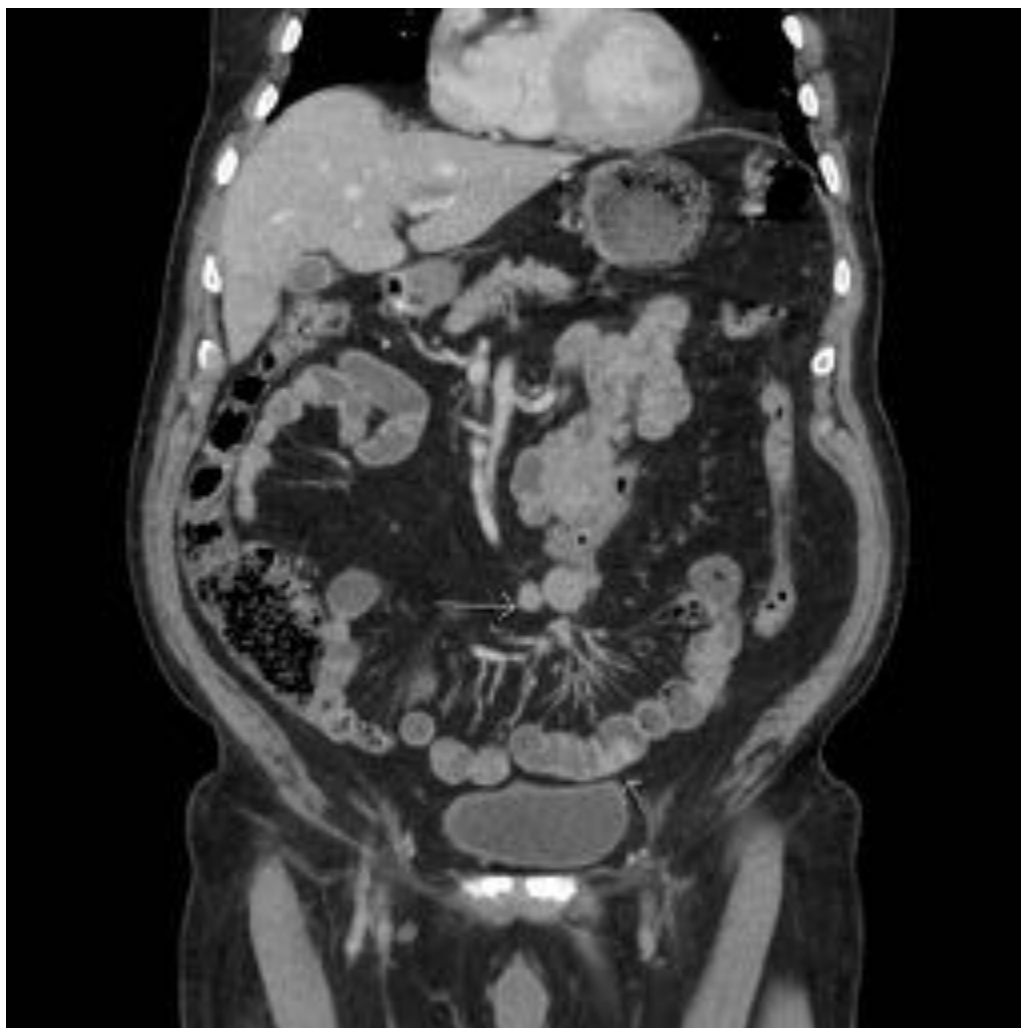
Estudio de TC de control en paciente operado de neoplasia vesical por RTU en el que incidentalmente se identifican adenopatías mesentéricas. Gracias al contenido líquido de las asas intestinales que actúa como medio de contraste negativo se hacen evidentes algunos engrosamientos focales mamelonados en diferentes asas intestinales que corresponden a tumor neuroendocrino primario intestinal multifocal (figura 5).
